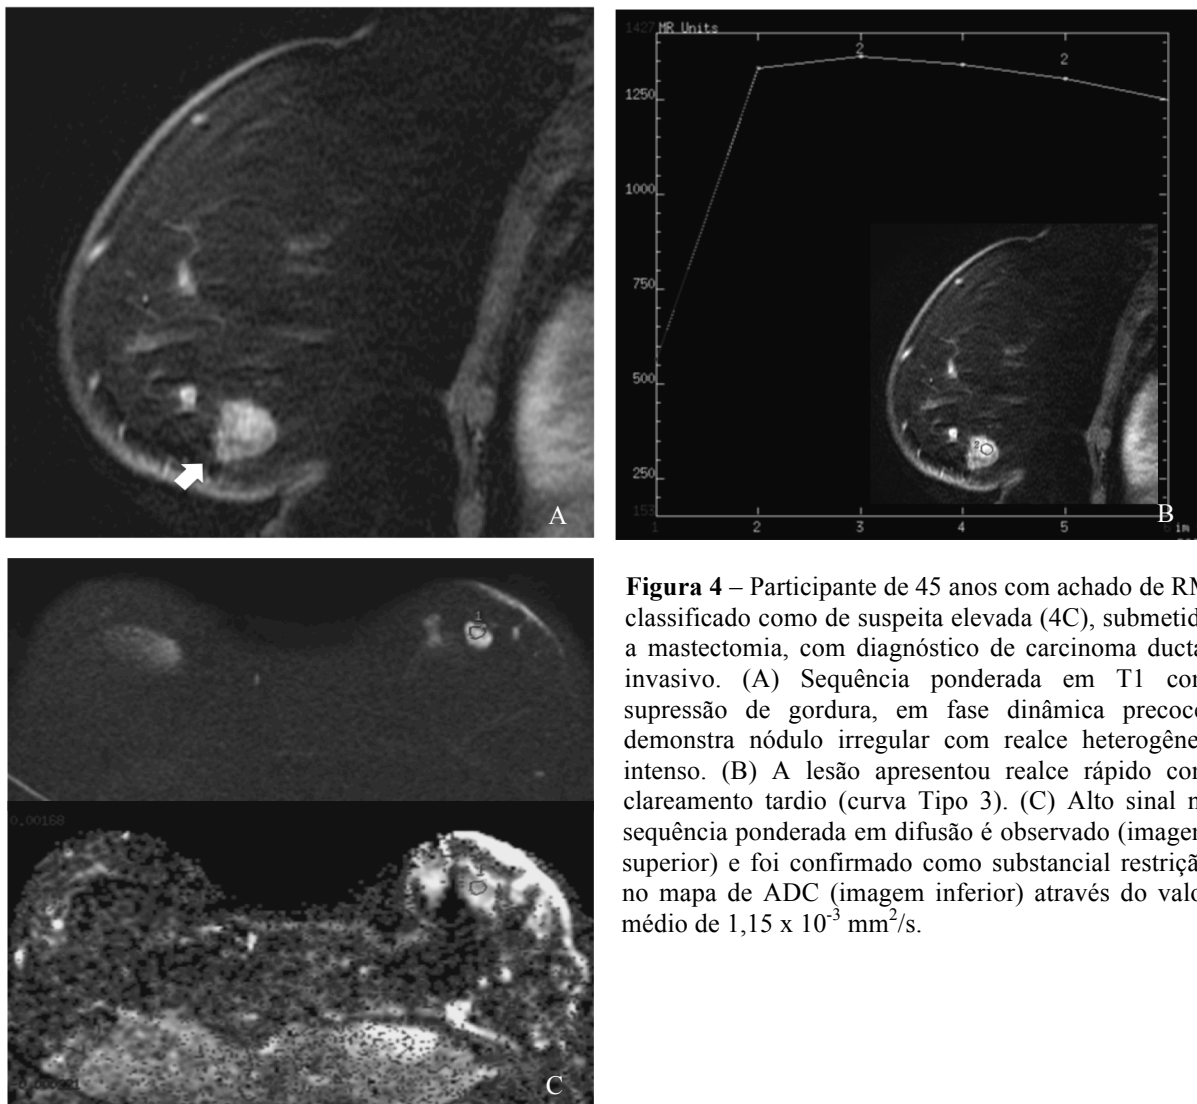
Participante de 45 anos com achado de RM classificado como de suspeita elevada (4C), submetida a mastectomia, com diagnóstico de carcinoma ductal invasivo. (A) Sequência ponderada em T1 com supressão de gordura, em fase dinâmica precoce, demonstra nódulo irregular com realce heterogêneo intenso. (B) A lesão apresentou realce rápido com clareamento tardio (curva Tipo 3). (C) Alto sinal na sequência ponderada em difusão é observado (imagem superior) e foi confirmado como substancial restrição no mapa de ADC (imagem inferior) através do valor médio de $1,15 \times 10^{-3} \text{ mm}^2/\text{s}$.
